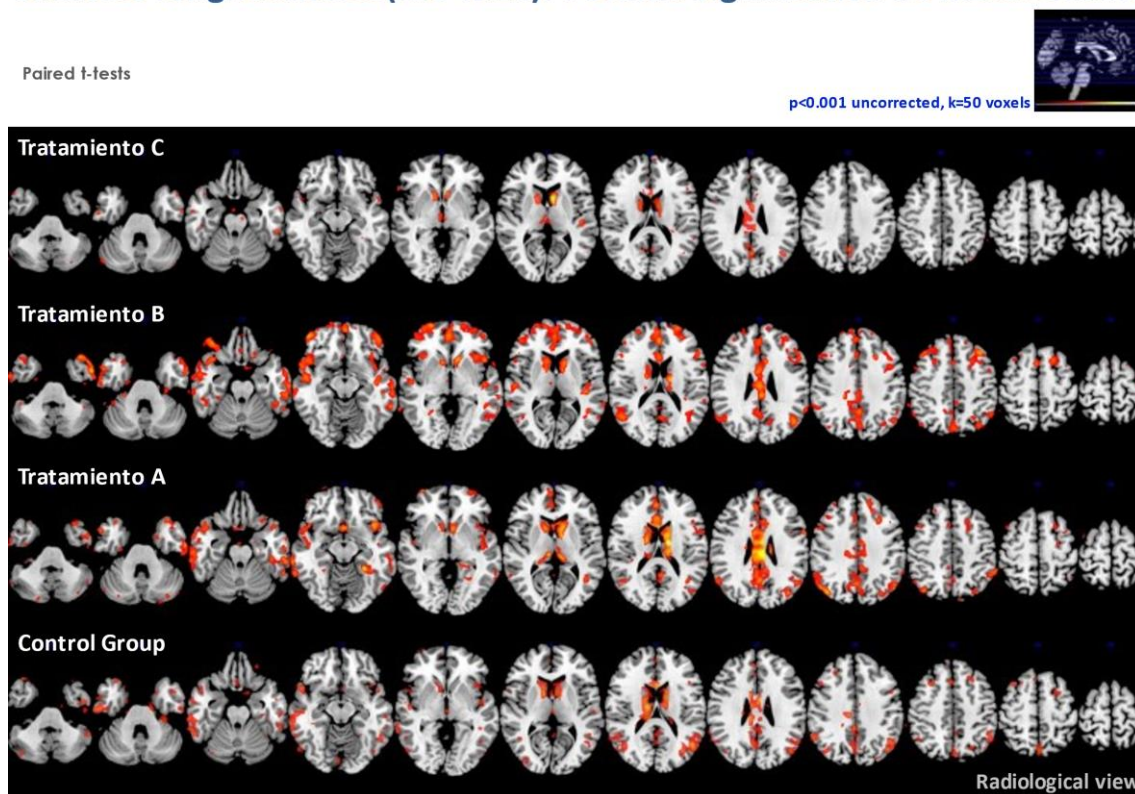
Análisis longitudinal mediante técnica SPM de pérdida metabólica en todo el grupo de pacientes entre M0 y M14 (tomando como umbrales $p < 0,001$ no corregida y una k de 50 vóxeles). Comparaciones superpuestas en RM single subject para cada grupo de tratamiento.
